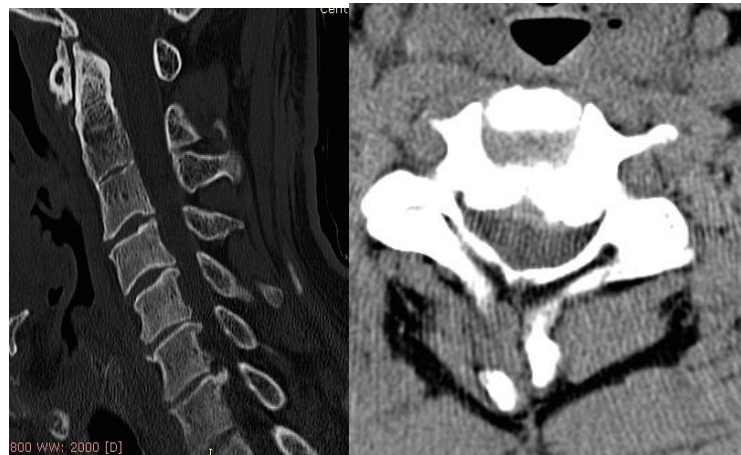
Б-ой Н-ин, 63 лет. На аксиальной и сагиттальном сканах представлена КТ картина протяженного стеноза на уровне С<sub>3</sub>-С<sub>6</sub>. В клиническом статусе умеренные признаки миелопатического синдрома с тенденцией к прогрессированию
